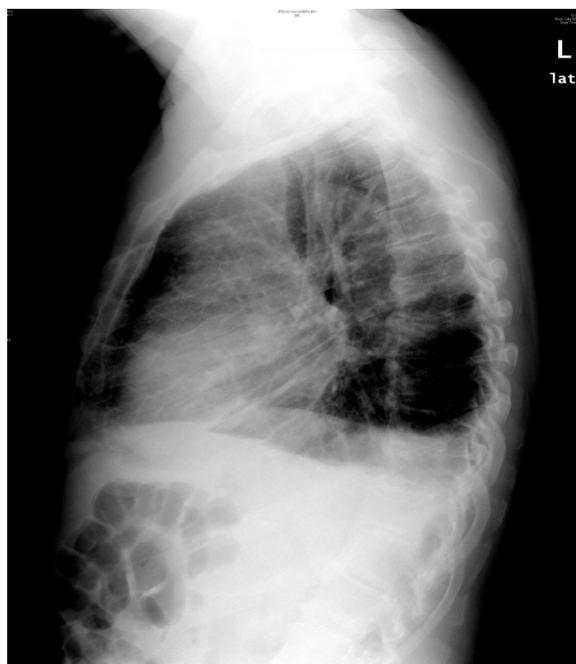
Radiografía lateral de tórax.
